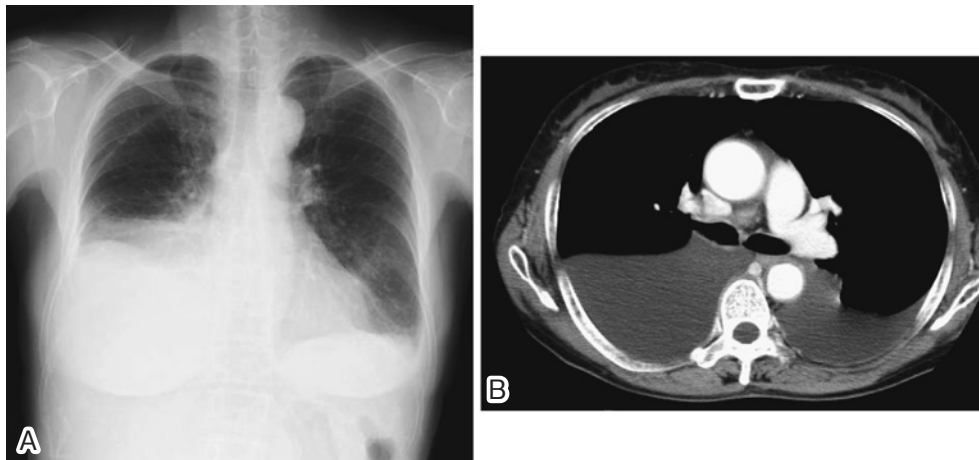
(A) A chest radiograph and (B) Chest CT (mediastinal view) on admission showing bilateral pleural effusion.
